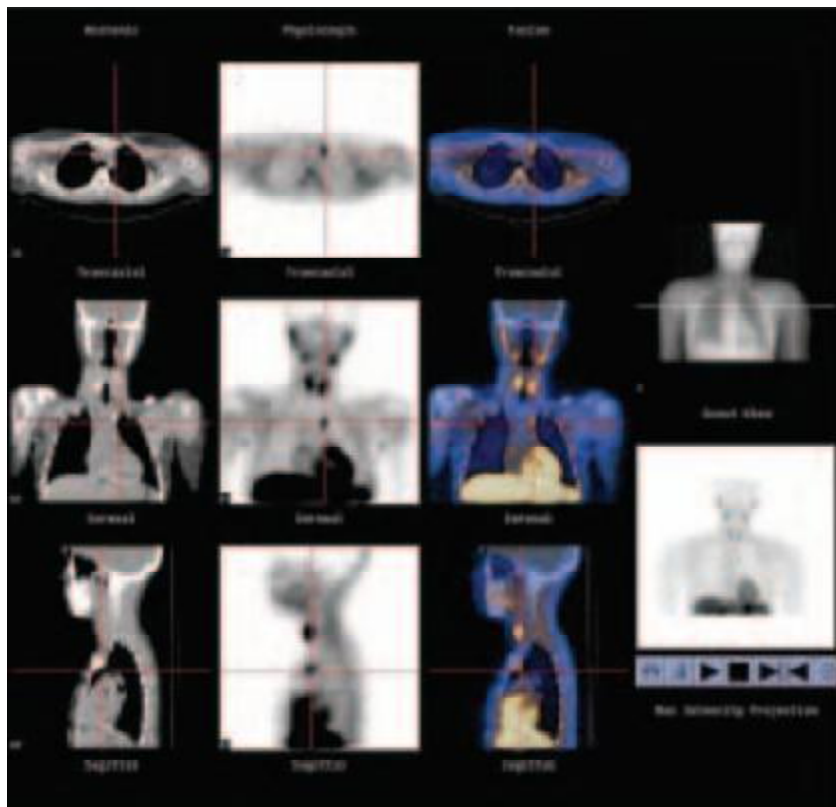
[91] : Tomoscintigraphie couplée au scanner X montrant un adénome parathyroïdien médiastinal (P3 gauche).
